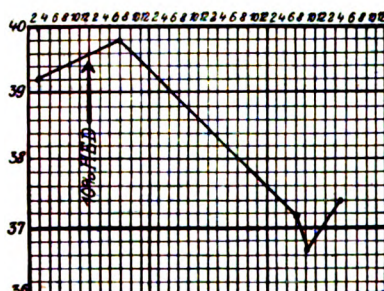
Mundbodenphlegmone, schnelle Entfieberung nach Röntgenbestrahlung.
